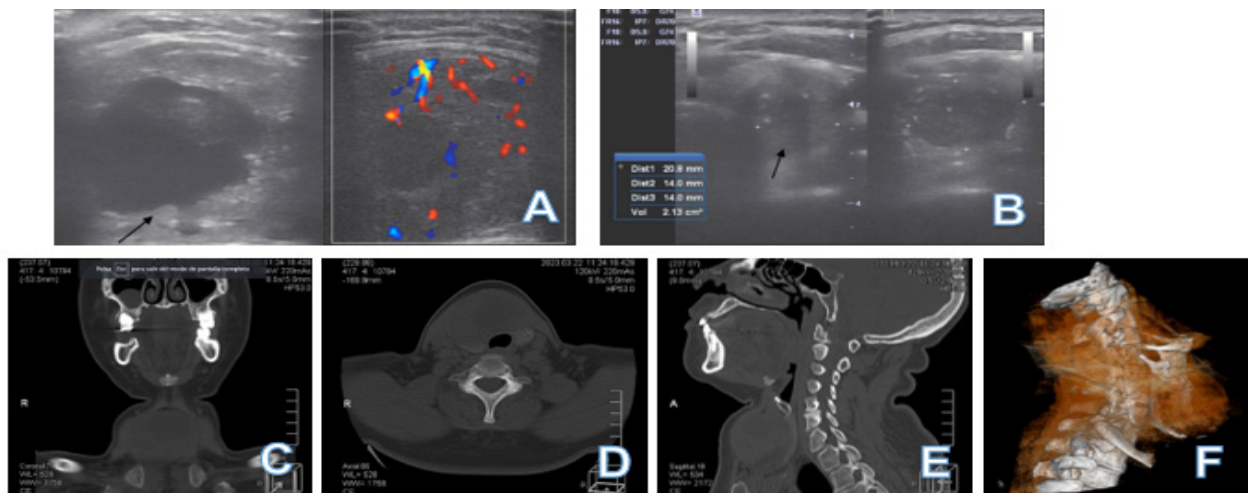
A. Ecografía tiroidea del lóbulo tiroideo derecho. B. Ecografía tiroidea del lóbulo tiroideo izquierdo. C – F. Tomografía computarizada de cuello. E. Reconstrucción Tridimensional
